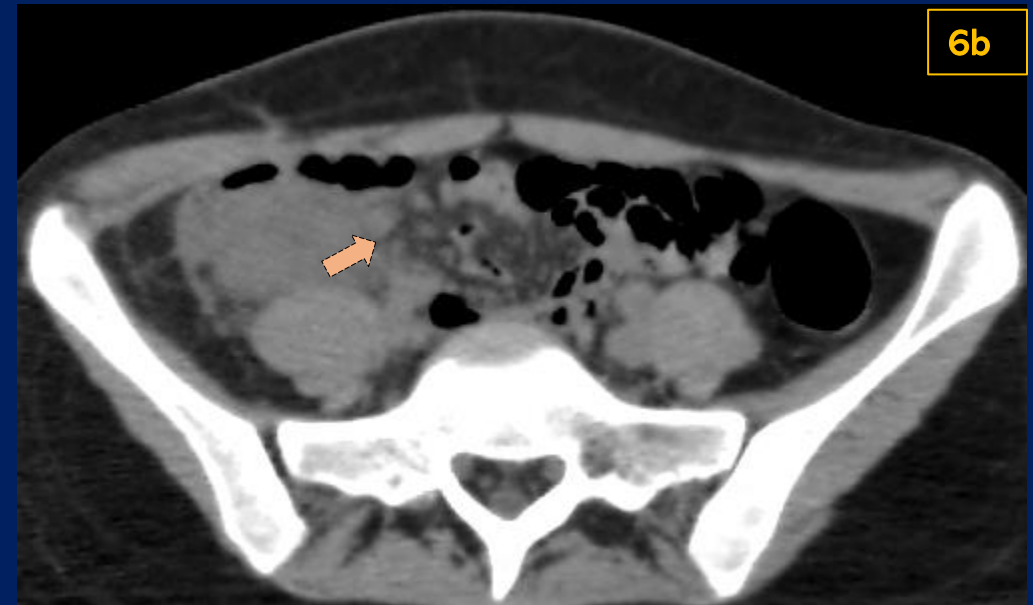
Tomografía de abdomen sin contraste en corte axial (a) y reconstrucción coronal (b) donde se visualiza engrosamiento parietal difuso de la región ileocolica (punta de flecha) en un paciente con antecedente de apendicetomía. Además se observa rarefacción de planos grasos pericecales y adenomegalias locoregionales (flecha).
